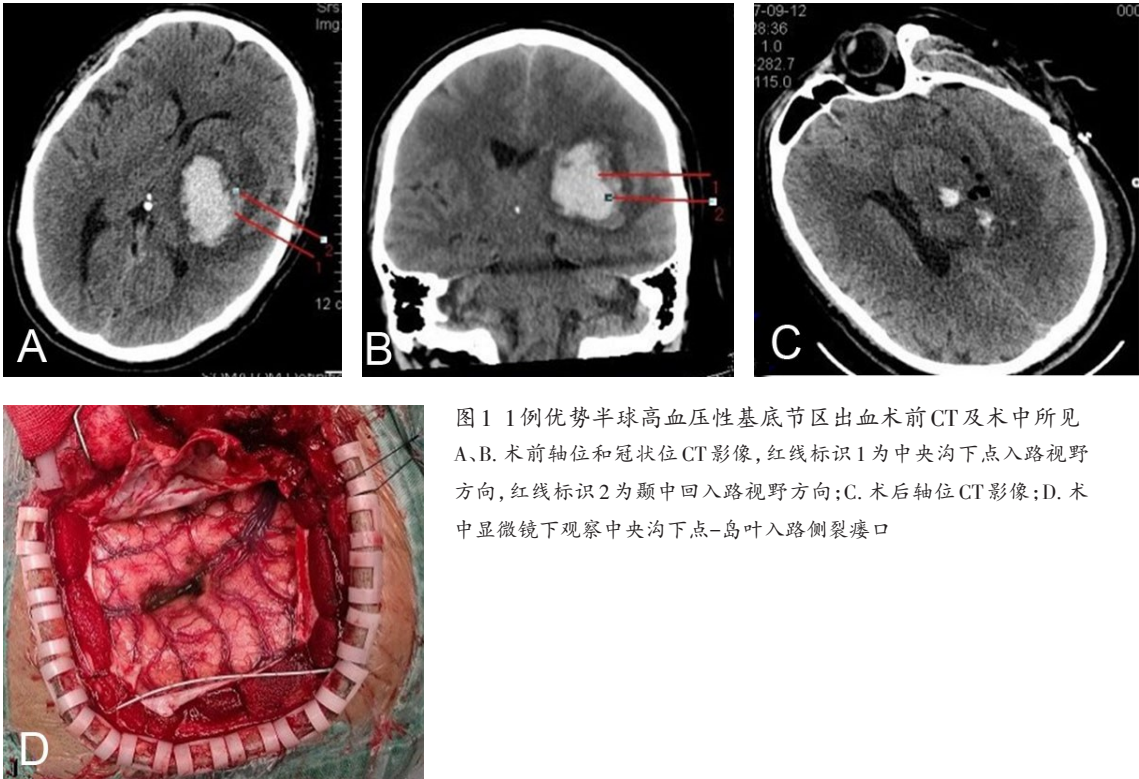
1例优势半球高血压性基底节区出血术前CT及术中所见 A、B. 术前轴位和冠状位CT影像,红线标识1为中央沟下点入路视野方向,红线标识2为颞中回入路视野方向;C. 术后轴位CT影像;D. 术中显微镜下观察中央沟下点-岛叶入路侧裂瘰口
